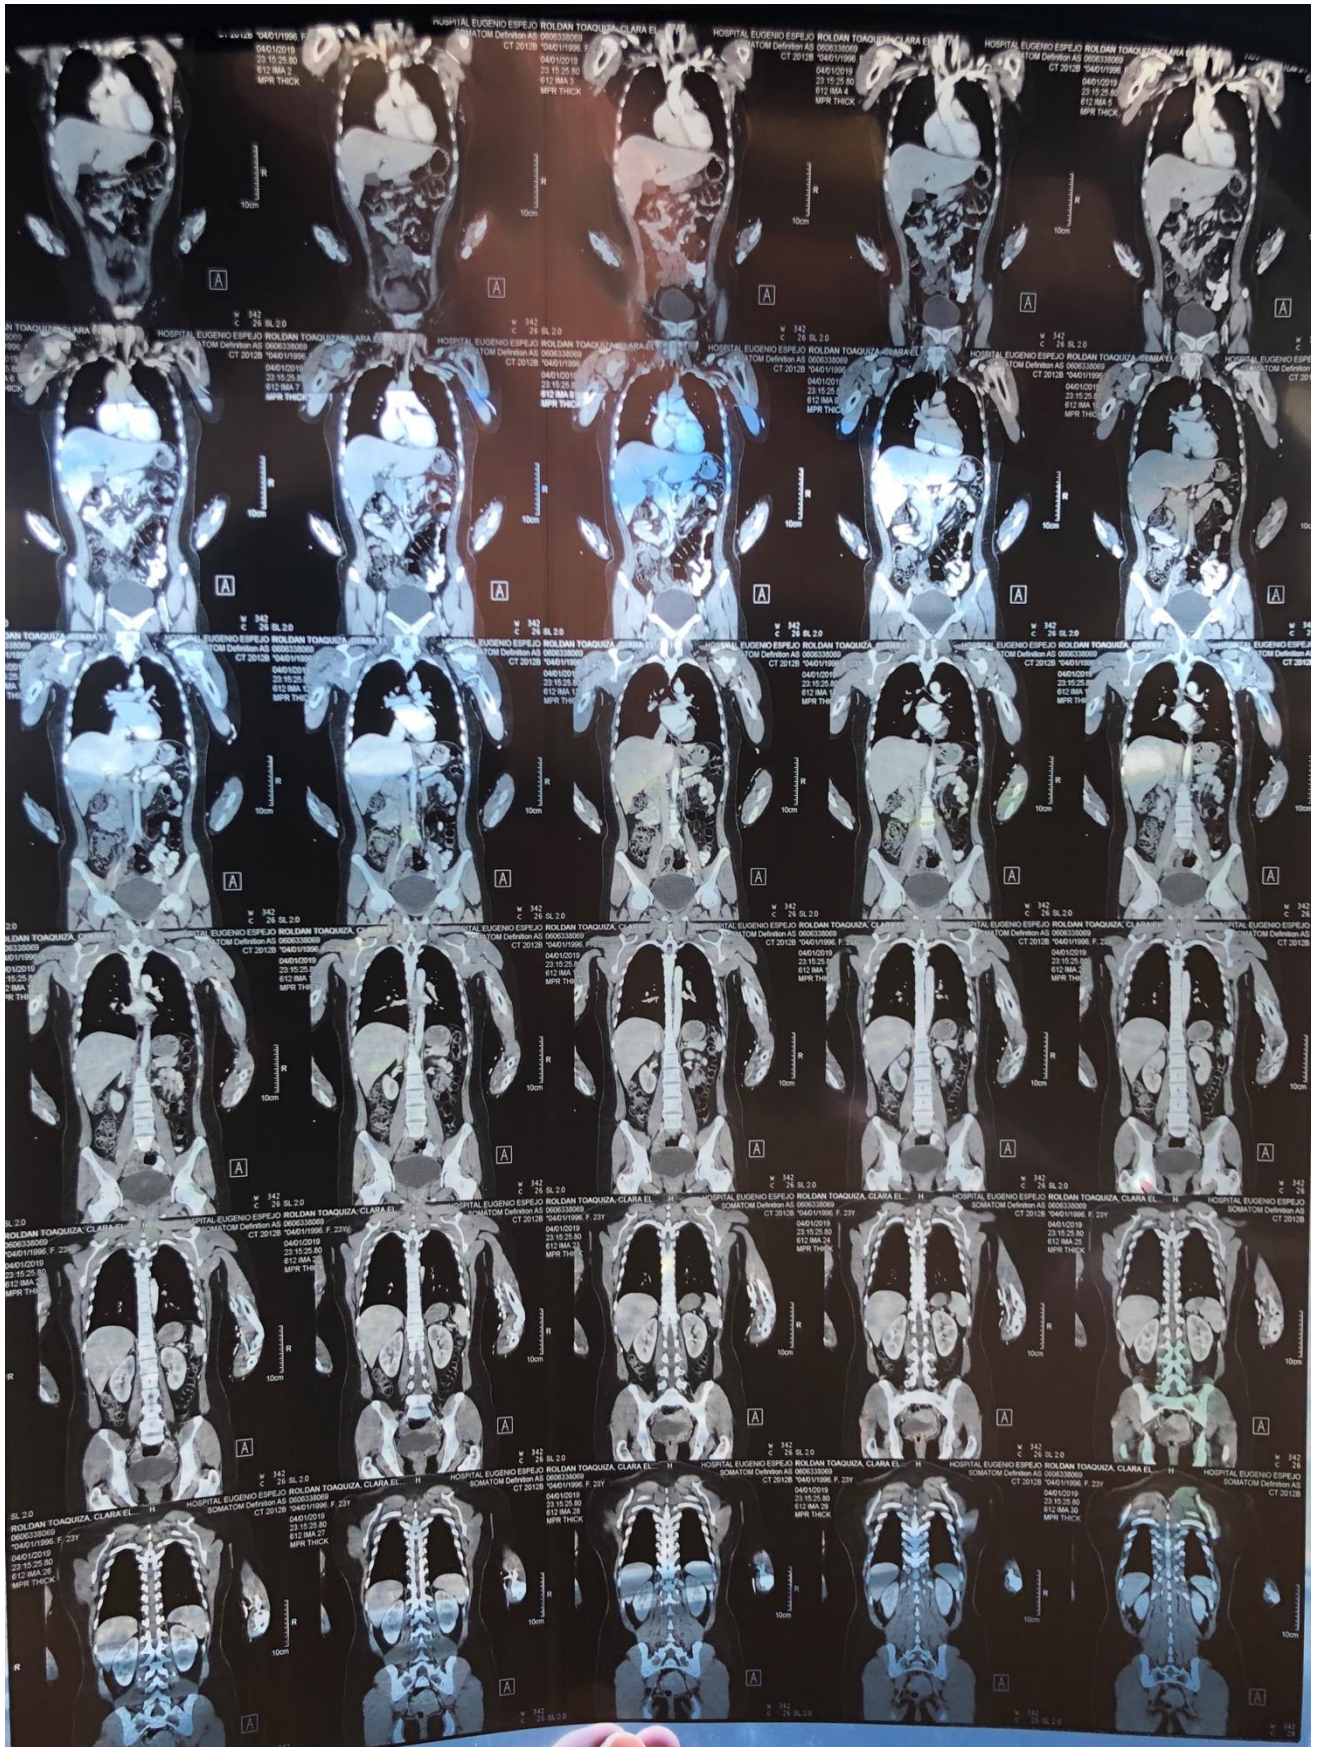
TAC contrastada de tórax, abdomen y pelvis.
